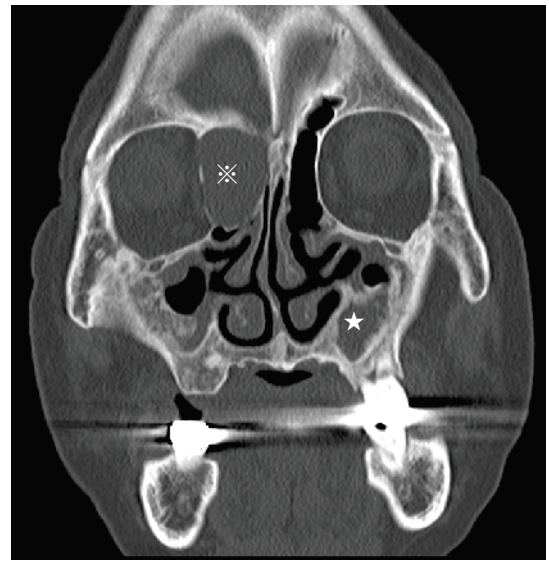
d) 歯科術後の冠状断CT：左上顎洞に骨肥厚を伴う嚢胞性病変(☆)を認め、右篩骨嚢胞(※)の拡大を認めた。
